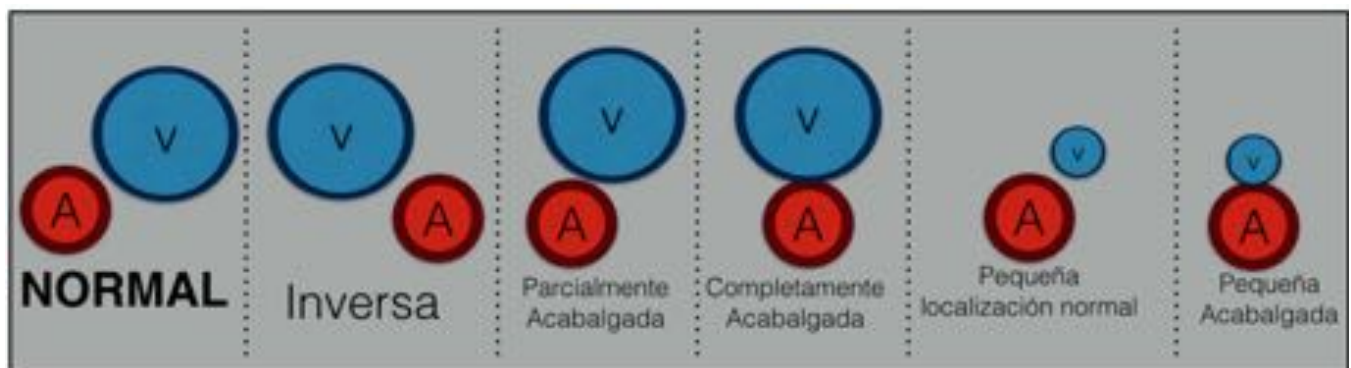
Relación de vena yugular/arteria carótida interna-común en cortes axiales y coronal en TC cervico-torácico.
